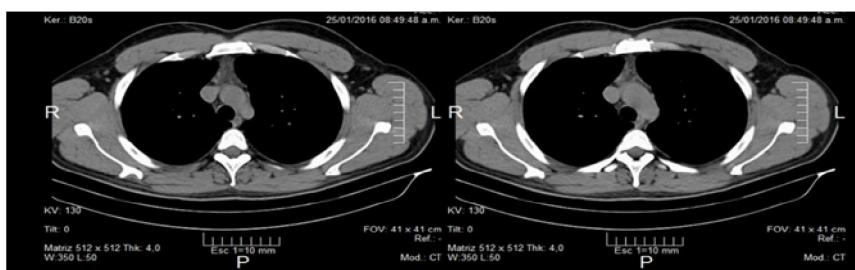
Tomografía de Tórax contrastada 6 meses después del tratamiento
